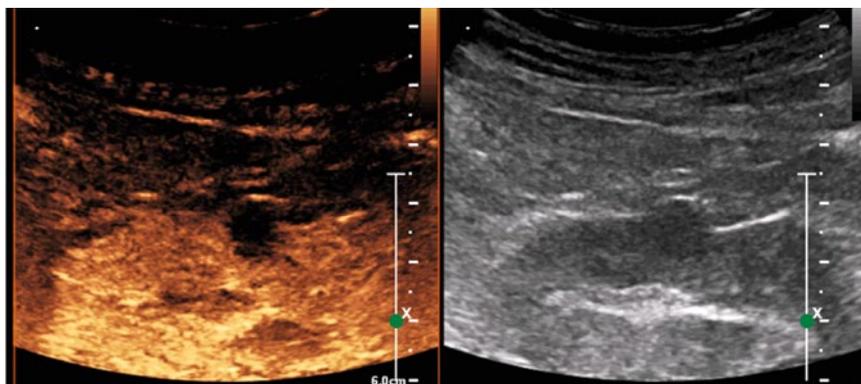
Контрастирование в артериальную фазу простой кисты. При исследовании в В-режиме и КТ без контрастирования у пациента заподозрено солидное образование. При использовании контрастного препарата в артериальную фазу визуализировано анконтрастное образование, которое нами было описано как простая киста по классификации Bosniak 1.
